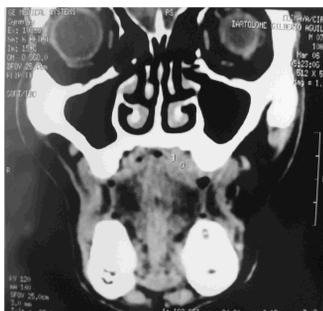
Tomografía axial computarizada. Corte coronal donde se observa lesión con afección de mucosa palatina y respeto de estructuras óseas subyacentes.
